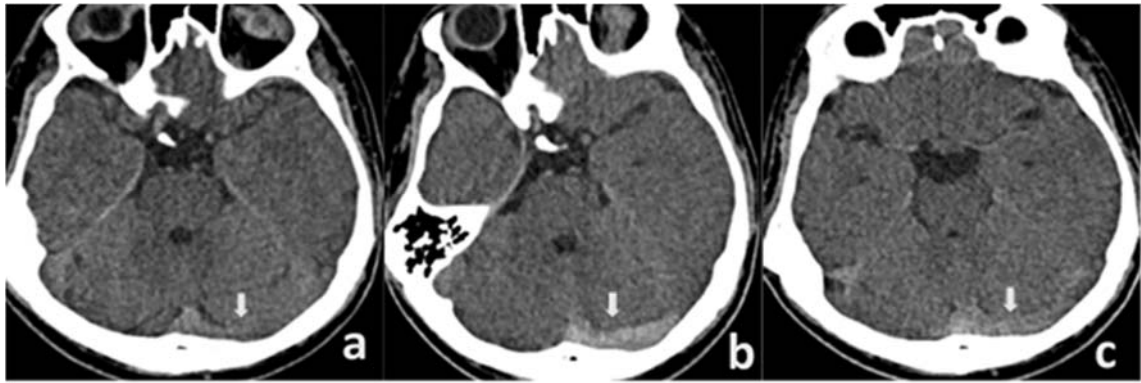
a. Prior non-enhanced CT which was performed 10 days ago shows no attenuation abnormality in the left transverse sinus. b. Non-enhanced CT performed at hospital admission demonstrates hyperdense left transverse sinus (dense clot sign). c. CT imaging -on the fifth day of medical treatment- indicates significant decrease of hyperattenuation in the left transverse sinus.
